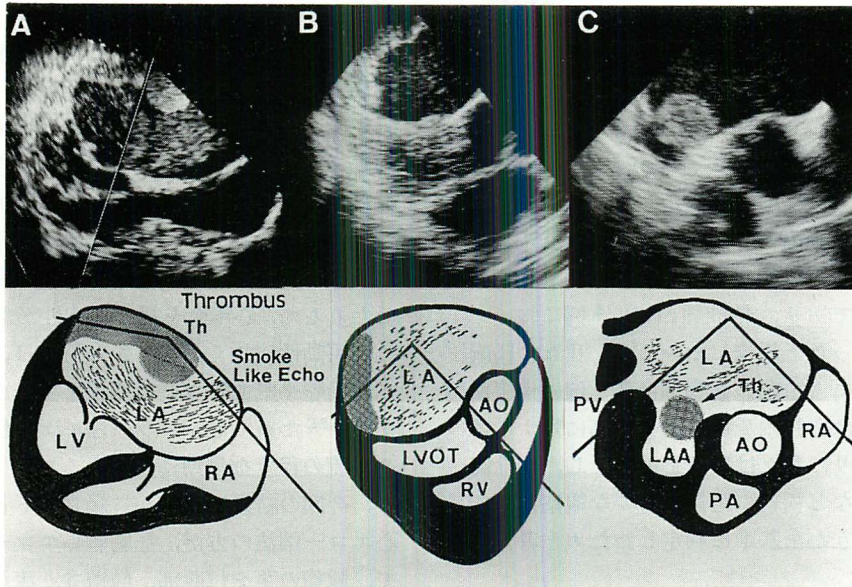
Transesophageal echocardiograms of left atrial thrombi in patients with mitral stenosis.
